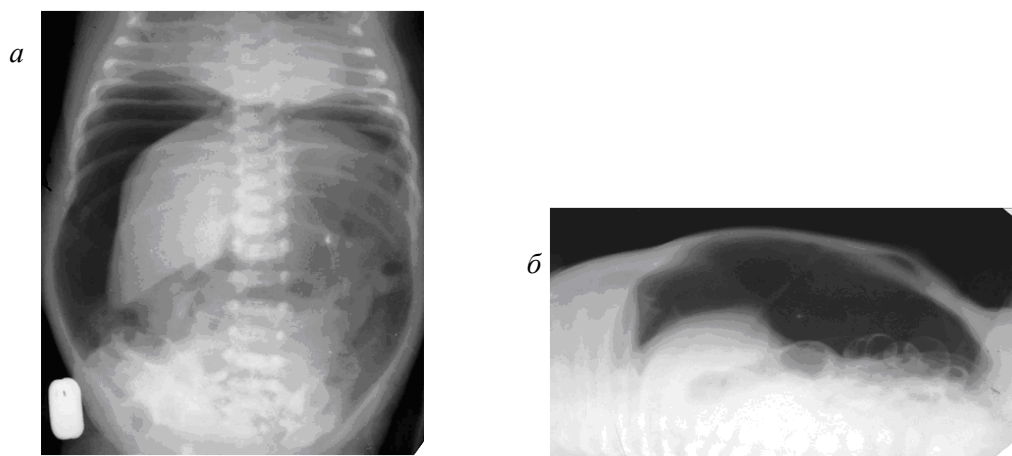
Рентгенограми ОЧП недоношеної дитини з некротичним ентероколітом 4-ї стадії: *a* – пряма проекція; *б* – латеропозиція, лежачи на спині – наявність вільного газу в черевній порожнині (пневмоперитонеум)
